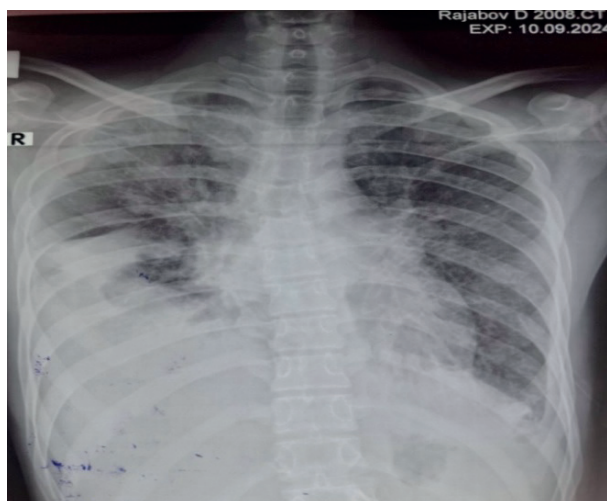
Рентгенограмма и КТ лёгких больного Д
